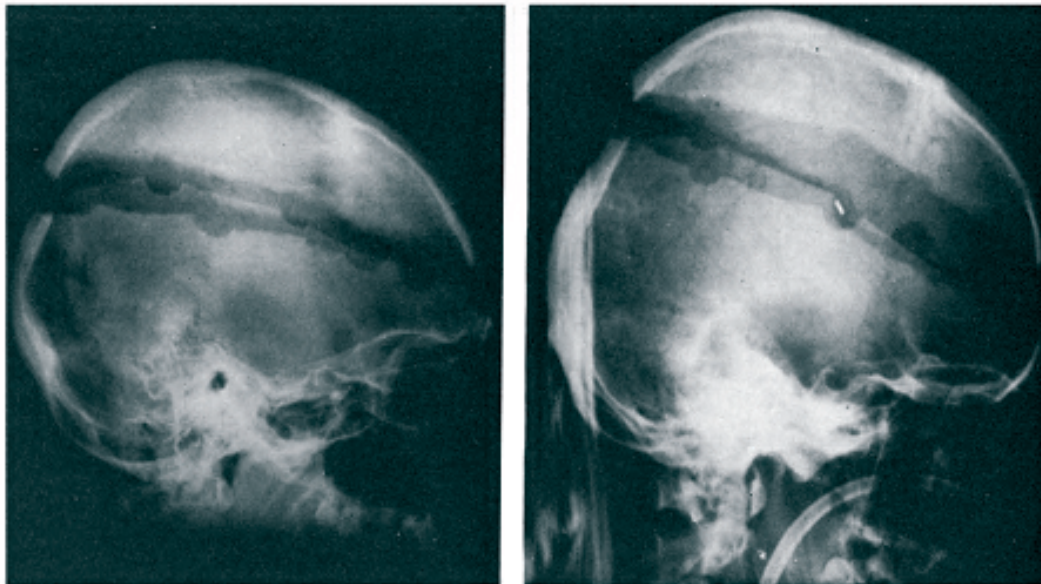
Case 2. Postoperative skull x-ray films showing the circumferential craniotomy and bony separation.
